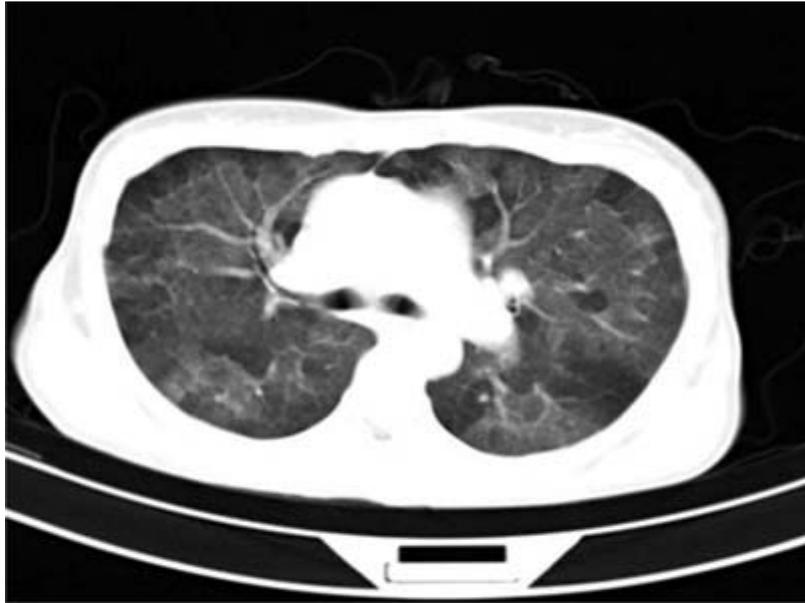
TAC inicial de pulmón.
